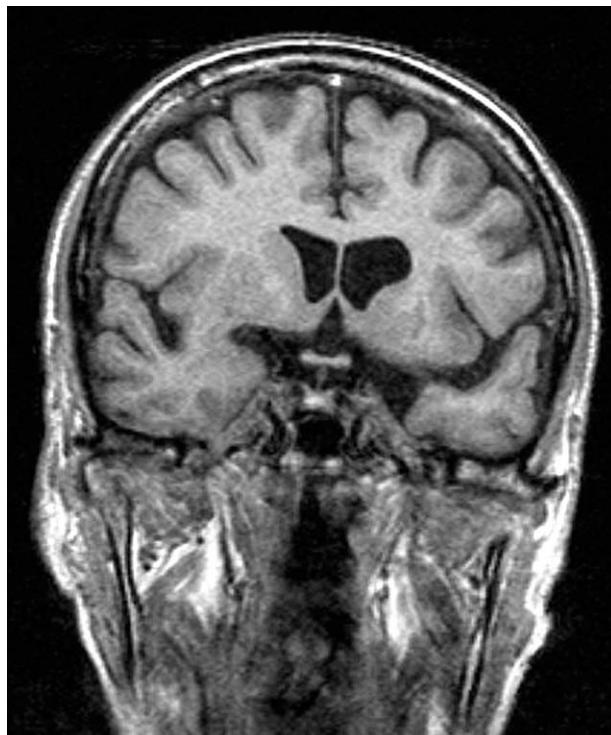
Corte coronal de resonancia magnética donde se aprecia hipófisis de características normales con su tallo centrado.
